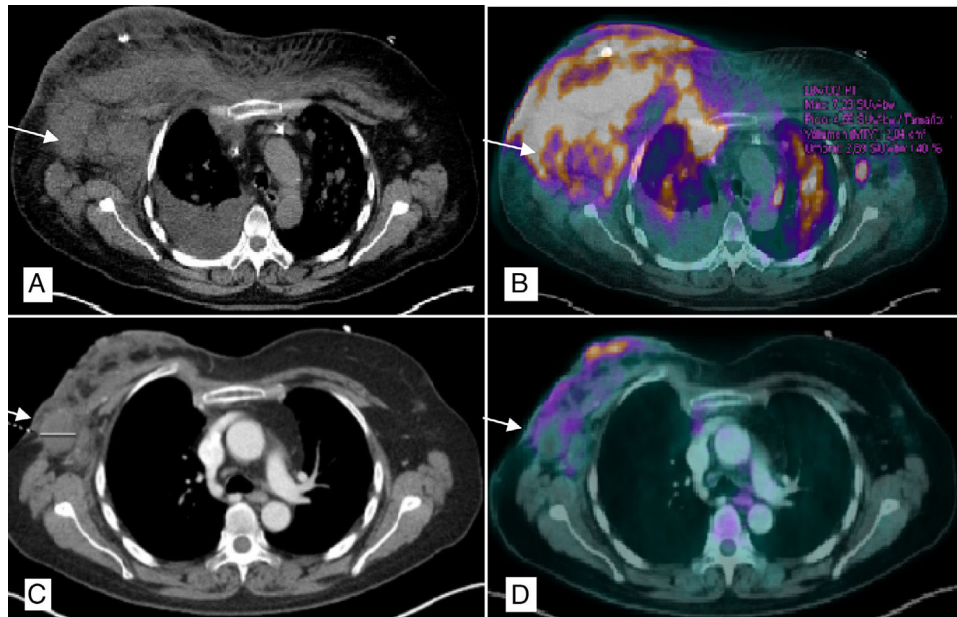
PET/TAC tórax. A) Múltiples adenopatías axilares bilaterales, la mayor derecha de 4 cm (flecha), con afectación subcutánea de ambas mamas con predominio derecho y derrame pleural ipsilateral. B) Captación patológica de ^{18}F -FDG (fluorodeoxiglucosa) en mama derecha, izquierda, cisura menor derecha y parénquima pulmonar bilateral (nódulos milimétricos) en relación con la infiltración linfomatosa. C) Disminución en el tamaño global de mama derecha con burbujas de aire en su interior en relación con la necrosis y la reducción de adenopatías axilares, la mayor derecha de 2,9 cm. D) Mejoría morfo-metabólica de la afectación adenopática, pulmonar y en tejido celular subcutáneo sugerente de buena respuesta al tratamiento.
